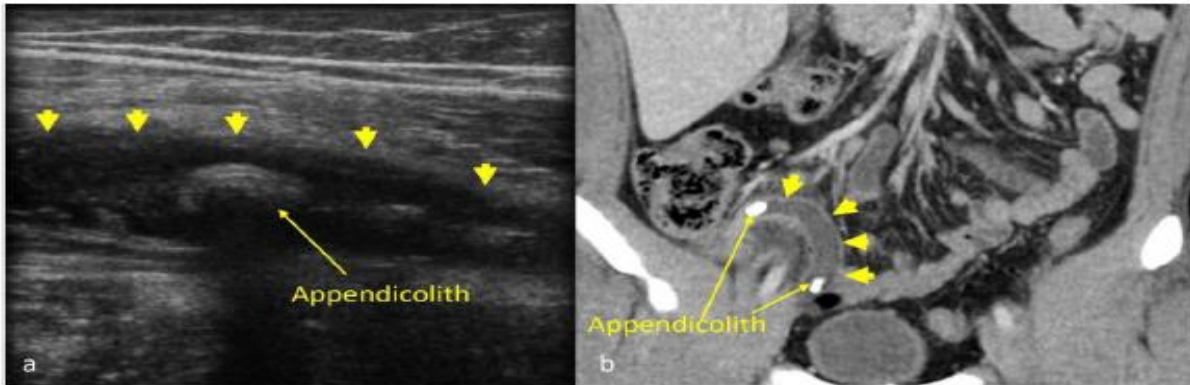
a) USG and b) CT image shows a dilated appendix (short arrows) with intraluminal appendicolith.
